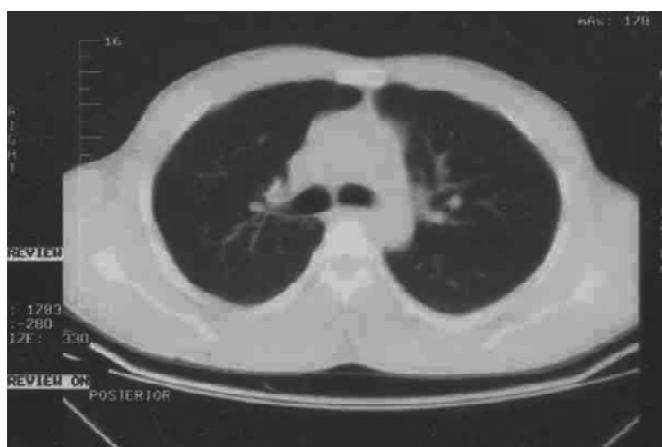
İlk toraks bilgisayarlı tomografisi
